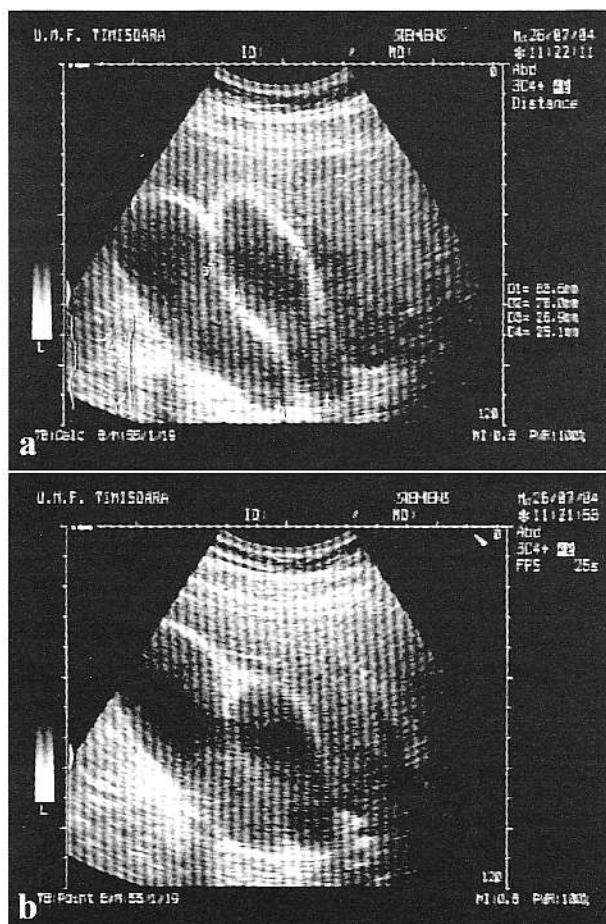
a,b. Aspect ecografic: în aria de proiecție a colecistului, două structuri de tip vezicular, cu dimensiuni de 7-8/3 cm, identice.
